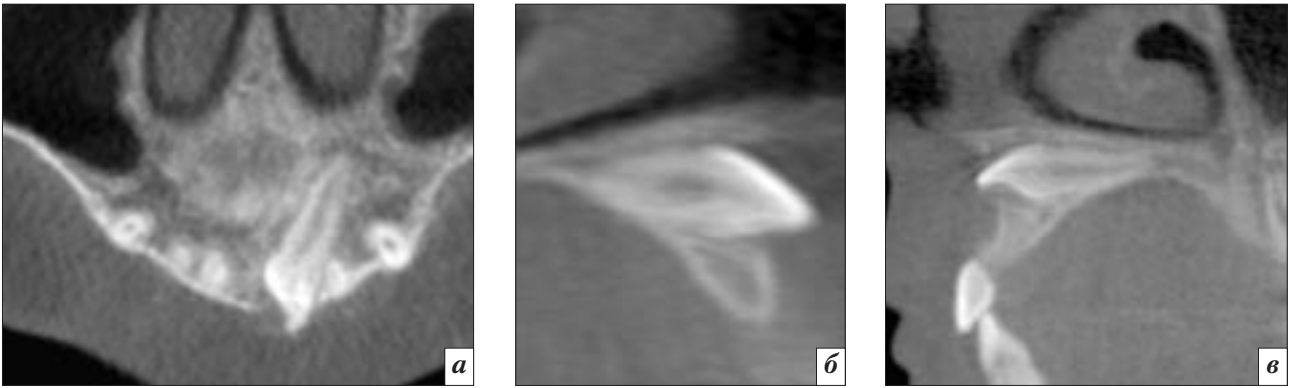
Результаты МСКТ верхней челюсти (*а, б, в*). Мультипланарные реконструкции. Отмечается нарушение нормального положения зуба 2.1. Зуб располагается в толще альвеолярного отростка, хорошо видно его отношение к полости носа, вестибулярной (перфорация) и оральной кортикальным пластинкам. Периодонтальная щель прослеживается на всем протяжении.
